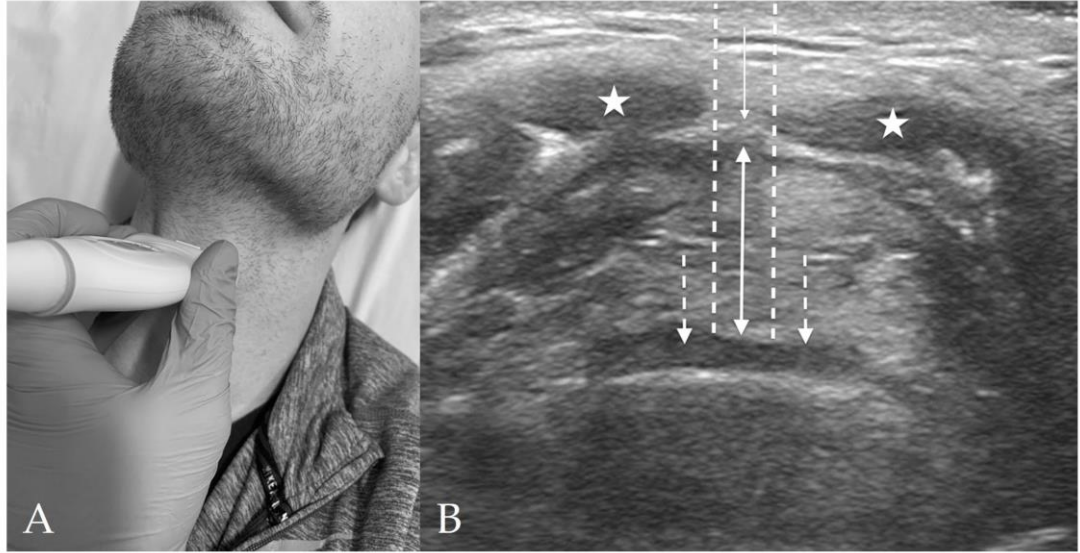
TT: Ultrasonografide Dil Kalınlığı (Tongue Thickness) Ölçümü
